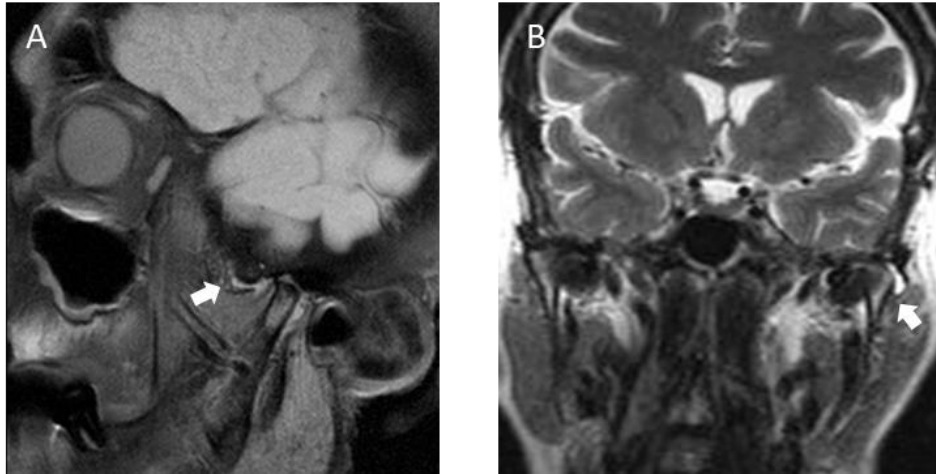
Derrame articular en el EAS (RM de la ATM). A. En el corte sagital oblicuo con secuencia gradiente T2* se observa hiperintensidad de señal del espacio articular superior (flecha) correspondiente a la presencia de líquido libre. B. Dicho derrame se observa también en secuencia gradiente T2* obtenida en el mismo paciente en el plano coronal en el lado izquierdo (flecha).
